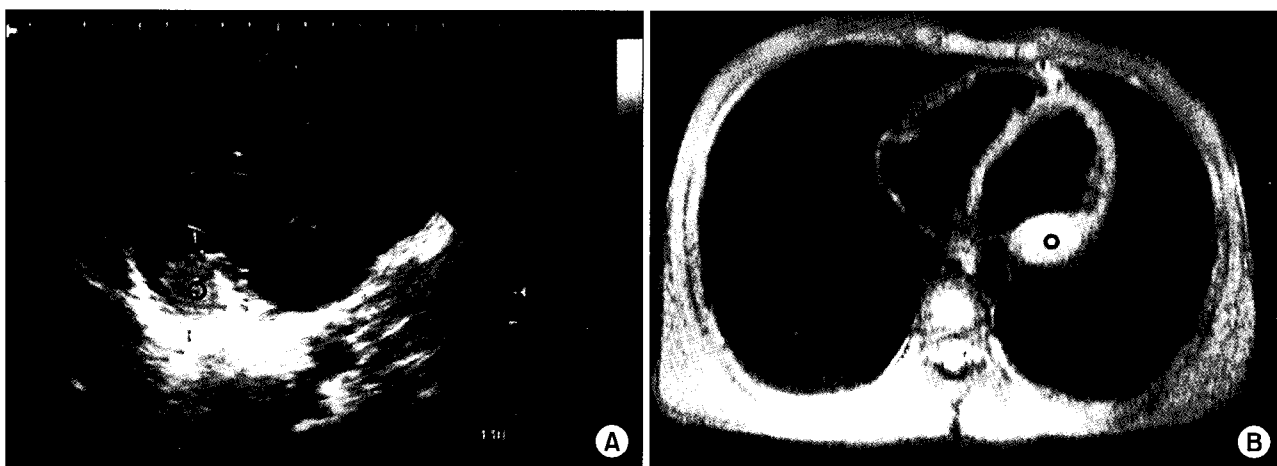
Preoperative echocardiogram (A) and cardiac MRI (B) shows the posterior left ventricular mass (tiny black circle) near the posterior mitral annulus.
